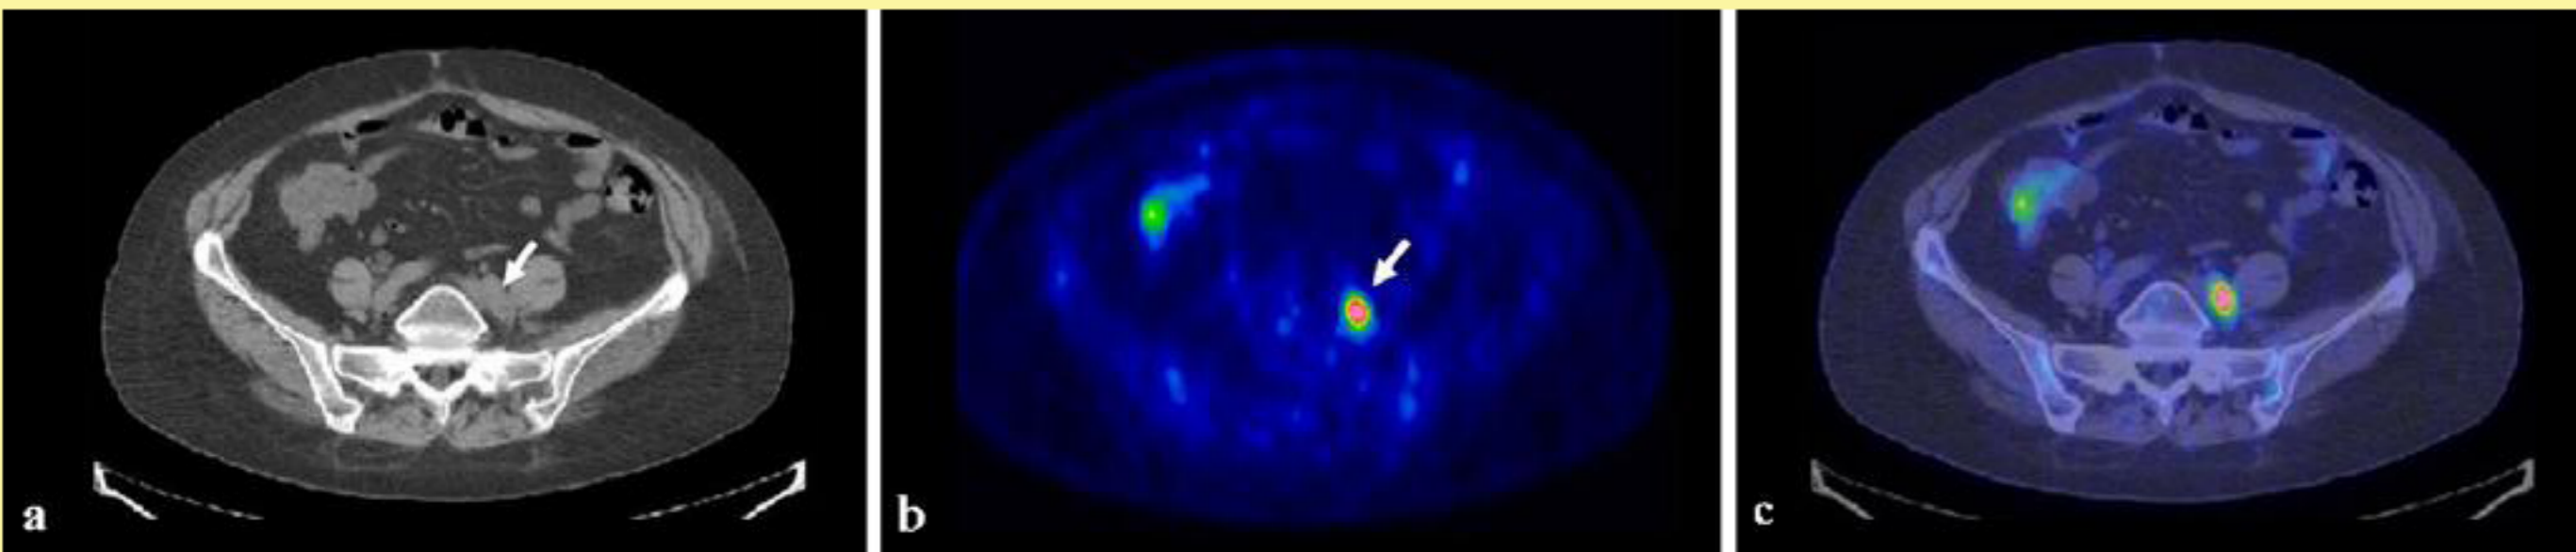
Fig A) Imagen de TC, donde se observa un nódulo linfático aumentado de tamaño adyacente a los vasos ilíacos izquierdos
